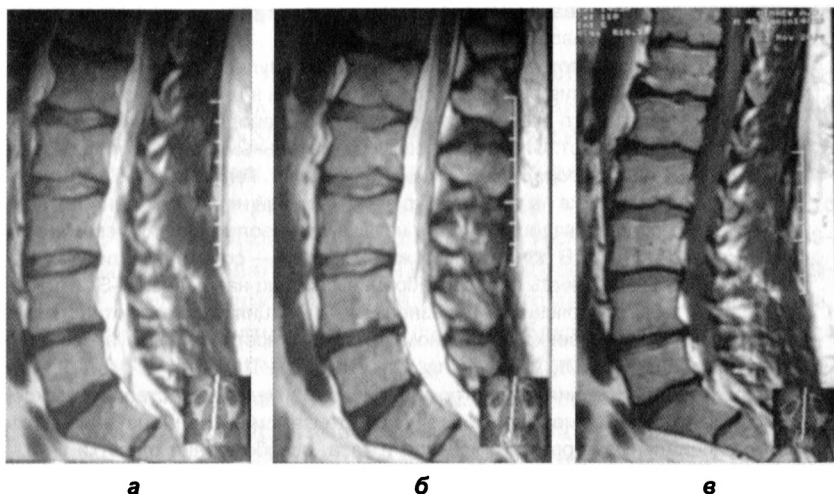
МР-томограммы пациента М. Дорсальная медианная грыжа диска Th_{XI}–Th_{XII} размером 3 мм, компримирующая переднюю стенку дурального мешка (б). Заднебоковые костные разрастания тел L_{IV}, L_V, S_I. Дорсальная медианная грыжа диска L_{IV}–L_V размером 4 мм, компримирующая переднюю стенку дурального мешка. Дорсальная медианная грыжа L_V–S_I размером 4 мм, компримирующая переднюю стенку дурального мешка и левый спинномозговой нерв L_V (а, б). Грыжи Шморля каудальной замыкательной пластинки тел Th_{XI}, Th_{XII}, L_I, L_{II}, L_{IV}, краниальной замыкательной пластинки тел L_I, L_{II}, S_I. Отек костного мозга в теле L_{IV}
